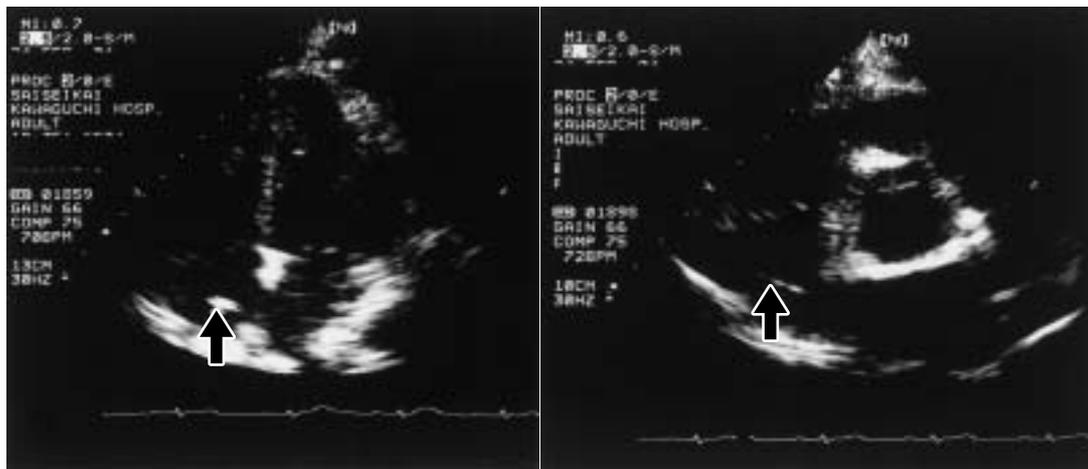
Ultrasound cardiography on day 11 shows thrombus (↑) in her right atrium
